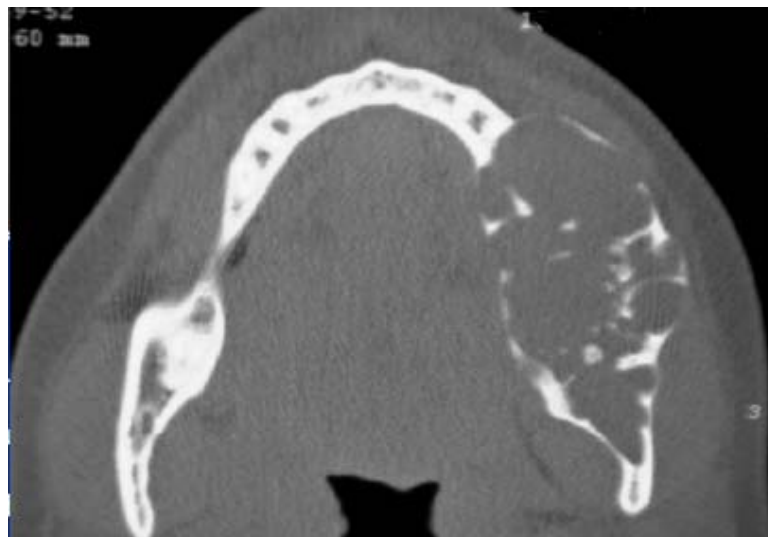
TDM faciale en coupe axiale montrant une lésion multigéodique avec rupture de la corticale
